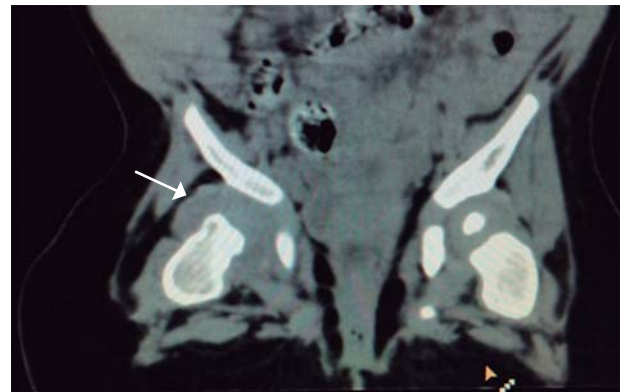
Tomografía computarizada, corte coronal. Muestra distensión de la cápsula derecha y ausencia de cabeza femoral del mismo lado.
